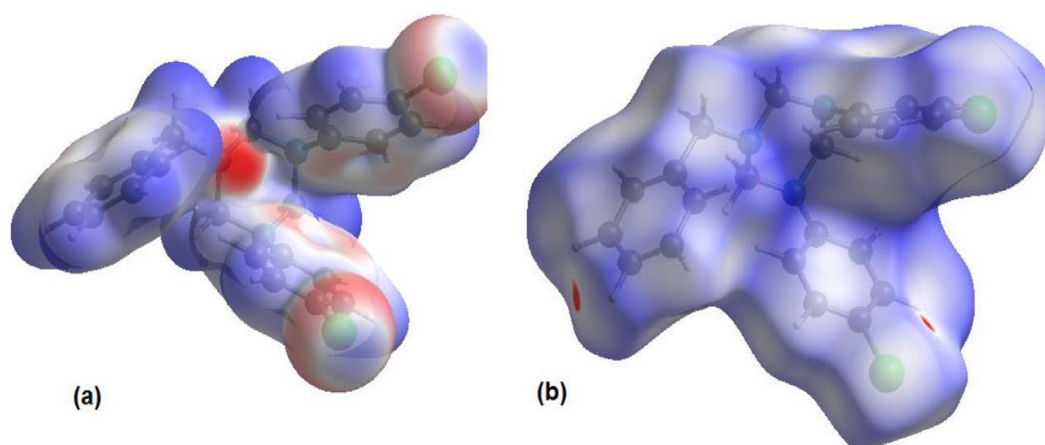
19. (a) *Vue des potentiels électrostatiques cartographiés sur les isosurfaces de densité électronique et (b) la surface de Hirshfeld 3-D cartographiée sur d_{norm} , pour le composé TAC4*
